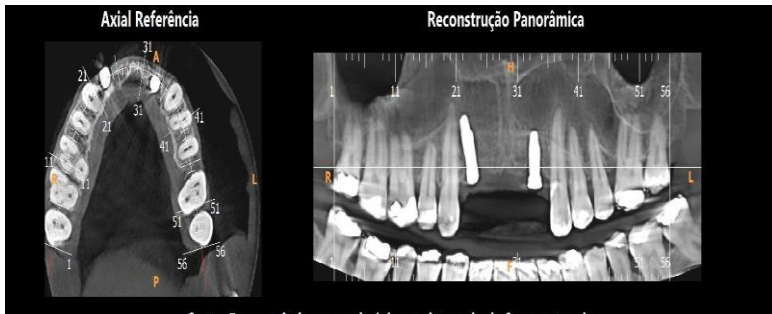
Tomografia Pré-operatória
